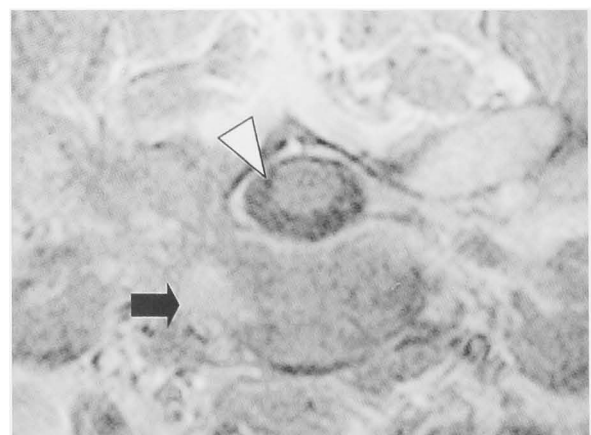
Gd-DTPA enhanced MRI after chemotherapy showing reduction of the tumor size (arrow) with degeneration of the tumor tissue and disappearance of the spinal cord compression (arrow head).
